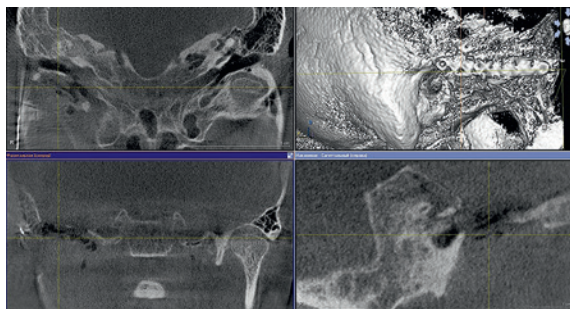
Конусно-лучевая КТ височных костей в послеоперационном периоде: в проекции правого височно-нижнечелюстного сустава мыщелковый отросток нижней челюсти отсутствует, определяется послеоперационный дефект передней стенки правой барабанной полости, выявлены включения воздуха в мягких тканях подвисочной области. Сохраняется тотальное гомогенное затемнение правого сосцевидного отростка с наличием жидкостного компонента содержимого
